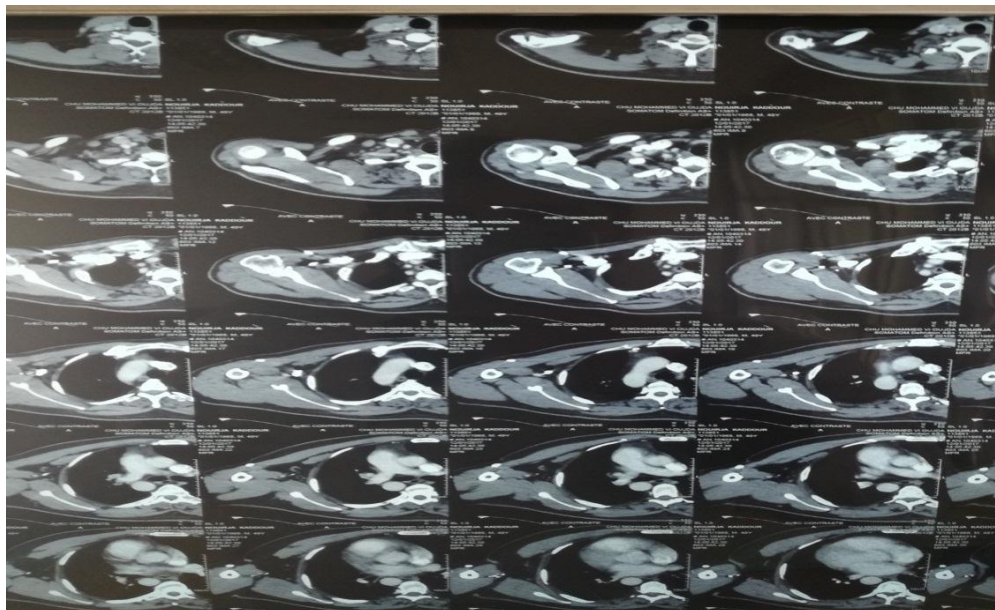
TDM de l'épaule droite montrant la présence des images arrondies de densité osseuses et d'autres hypodense avec centre calcifié en intra et péri articulation gléno humérale et en sous acromial avec érosion osseuse de la tete humérale.
